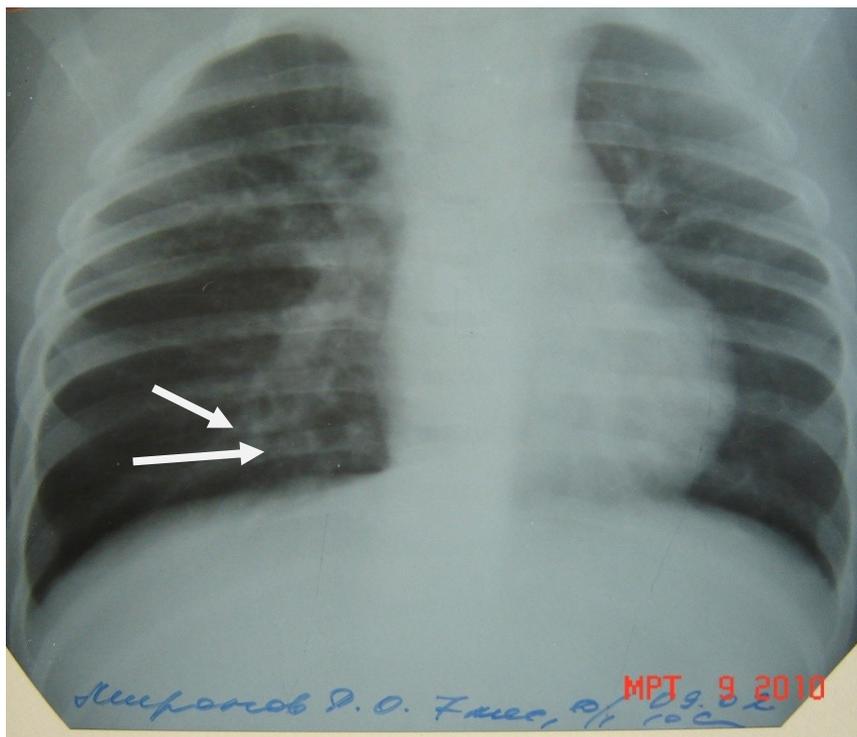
Рентгенограмма органов грудной клетки ребенка М., 7 мес. от 09.02.2010 г. Инфильтративные изменения в S 8-9, реакция междолевой плевры.
